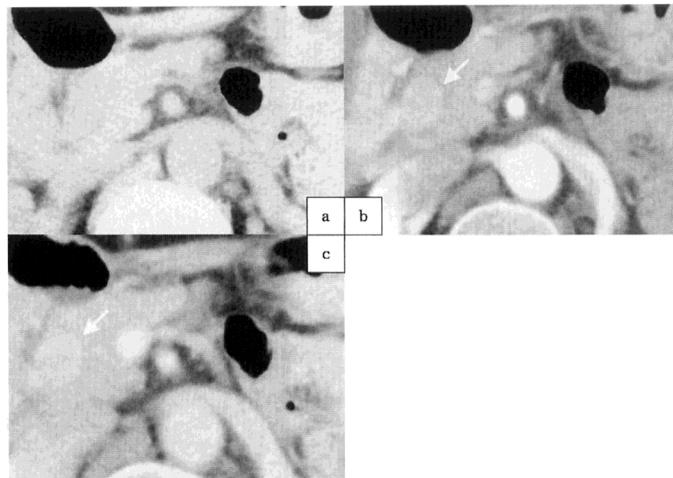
Dynamic CT : a) 単純 CT, b) 早期相, c) 遅延相
